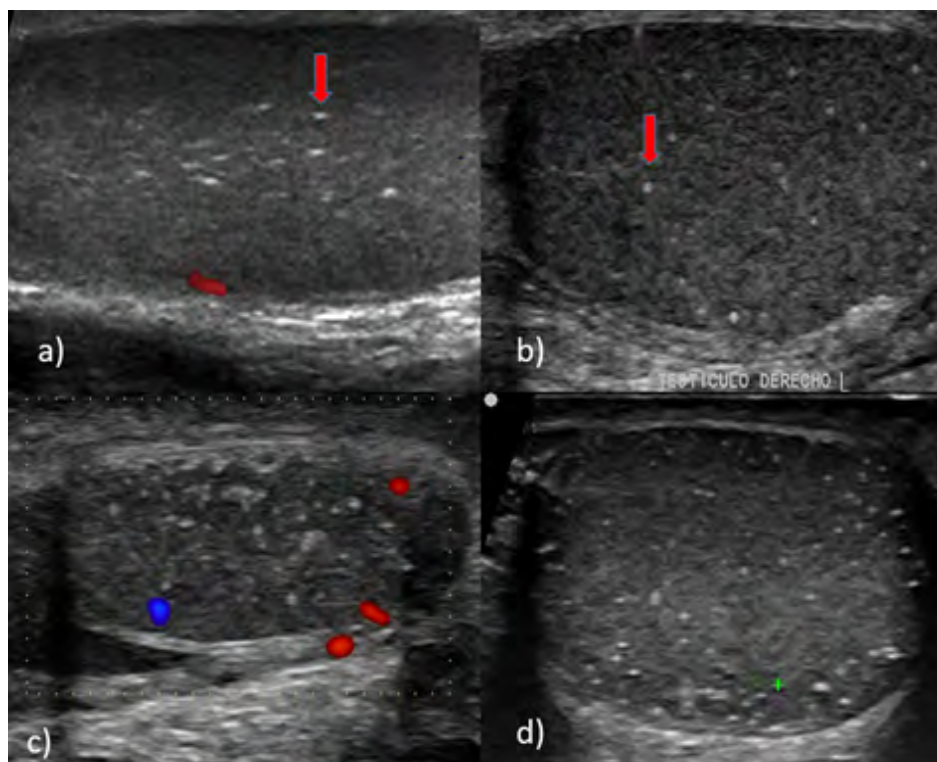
USG testicular: a) y b) testículo derecho, flecha roja: microlitiasis c) doppler de testículo izquierdo, d) testículo izquierdo.
